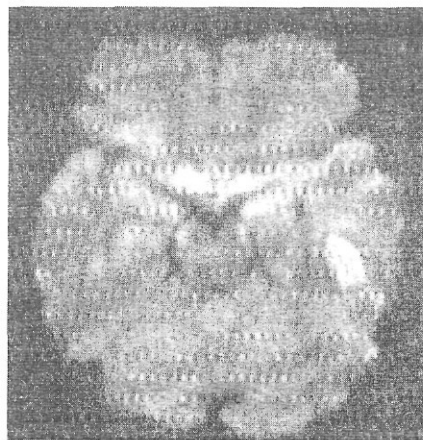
A. T1A prekontrast aksiyel MRG'de sol temporal lobda hipointens lezyon izleniyor.
